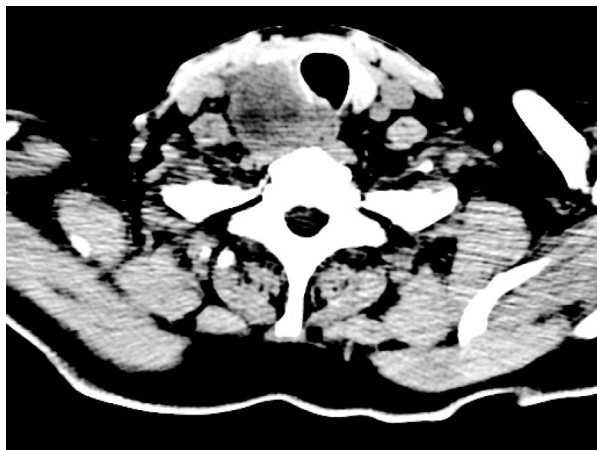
TAC de cuello. Lesión que desplaza tráquea.
